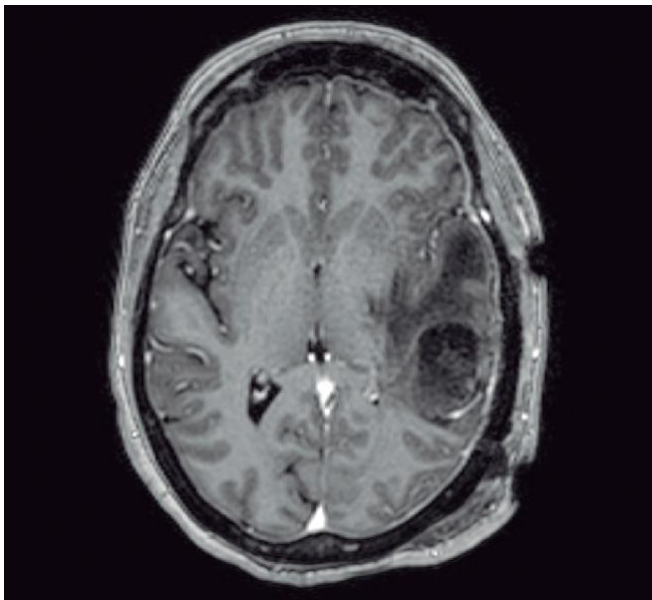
RMN cerebral Flair con lesión temporo-parietal izquierda.
